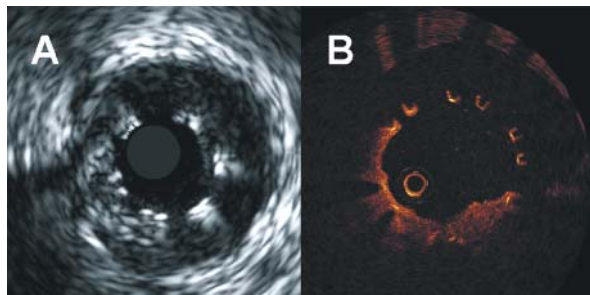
Stent uwalniający sirolimus w 12 miesięcy po implantacji do prawej tętnicy wieńcowej z powodu restenozy w stenocie stalowym. A – ultrasonografia wewnątrznaczyniowa; B – koherentna tomografia optyczna. Widoczny ponowny nawrót zwężenia
